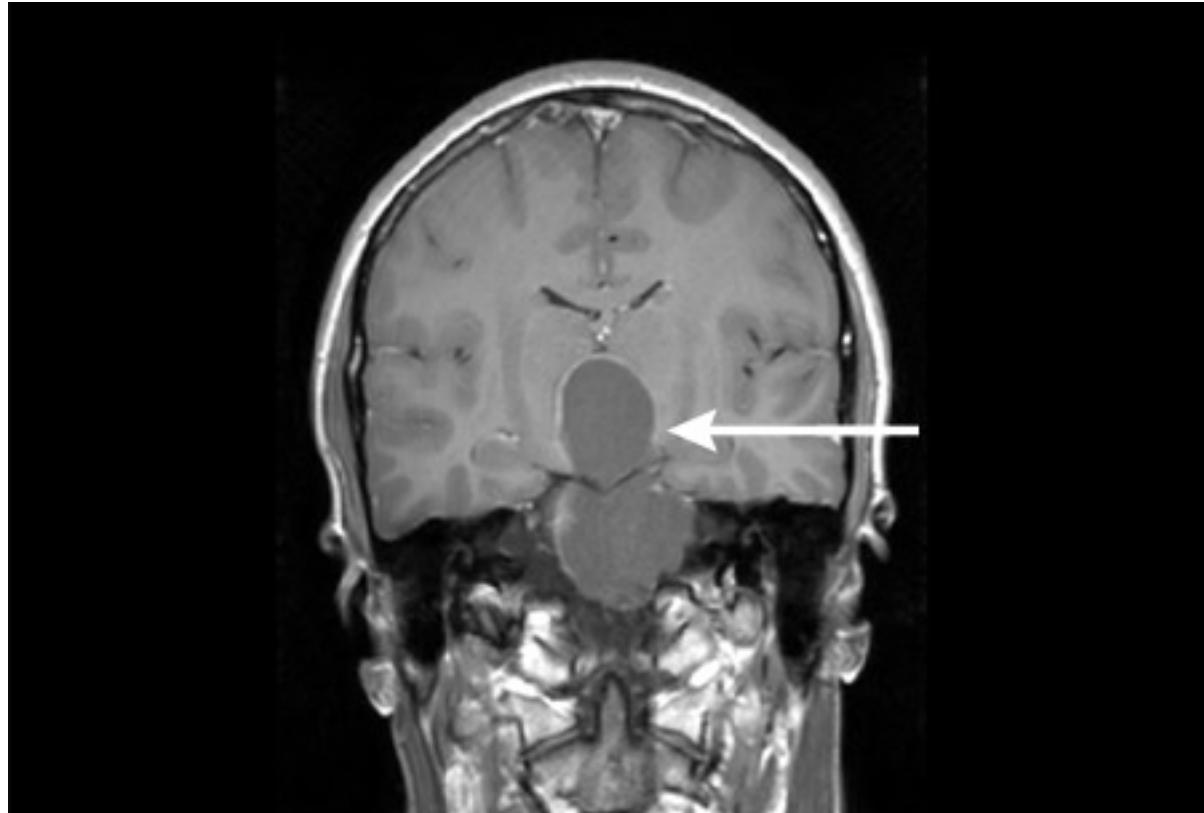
Craniofaringioma: ressonância nuclear magnética (RNM) coronal pós-contraste
